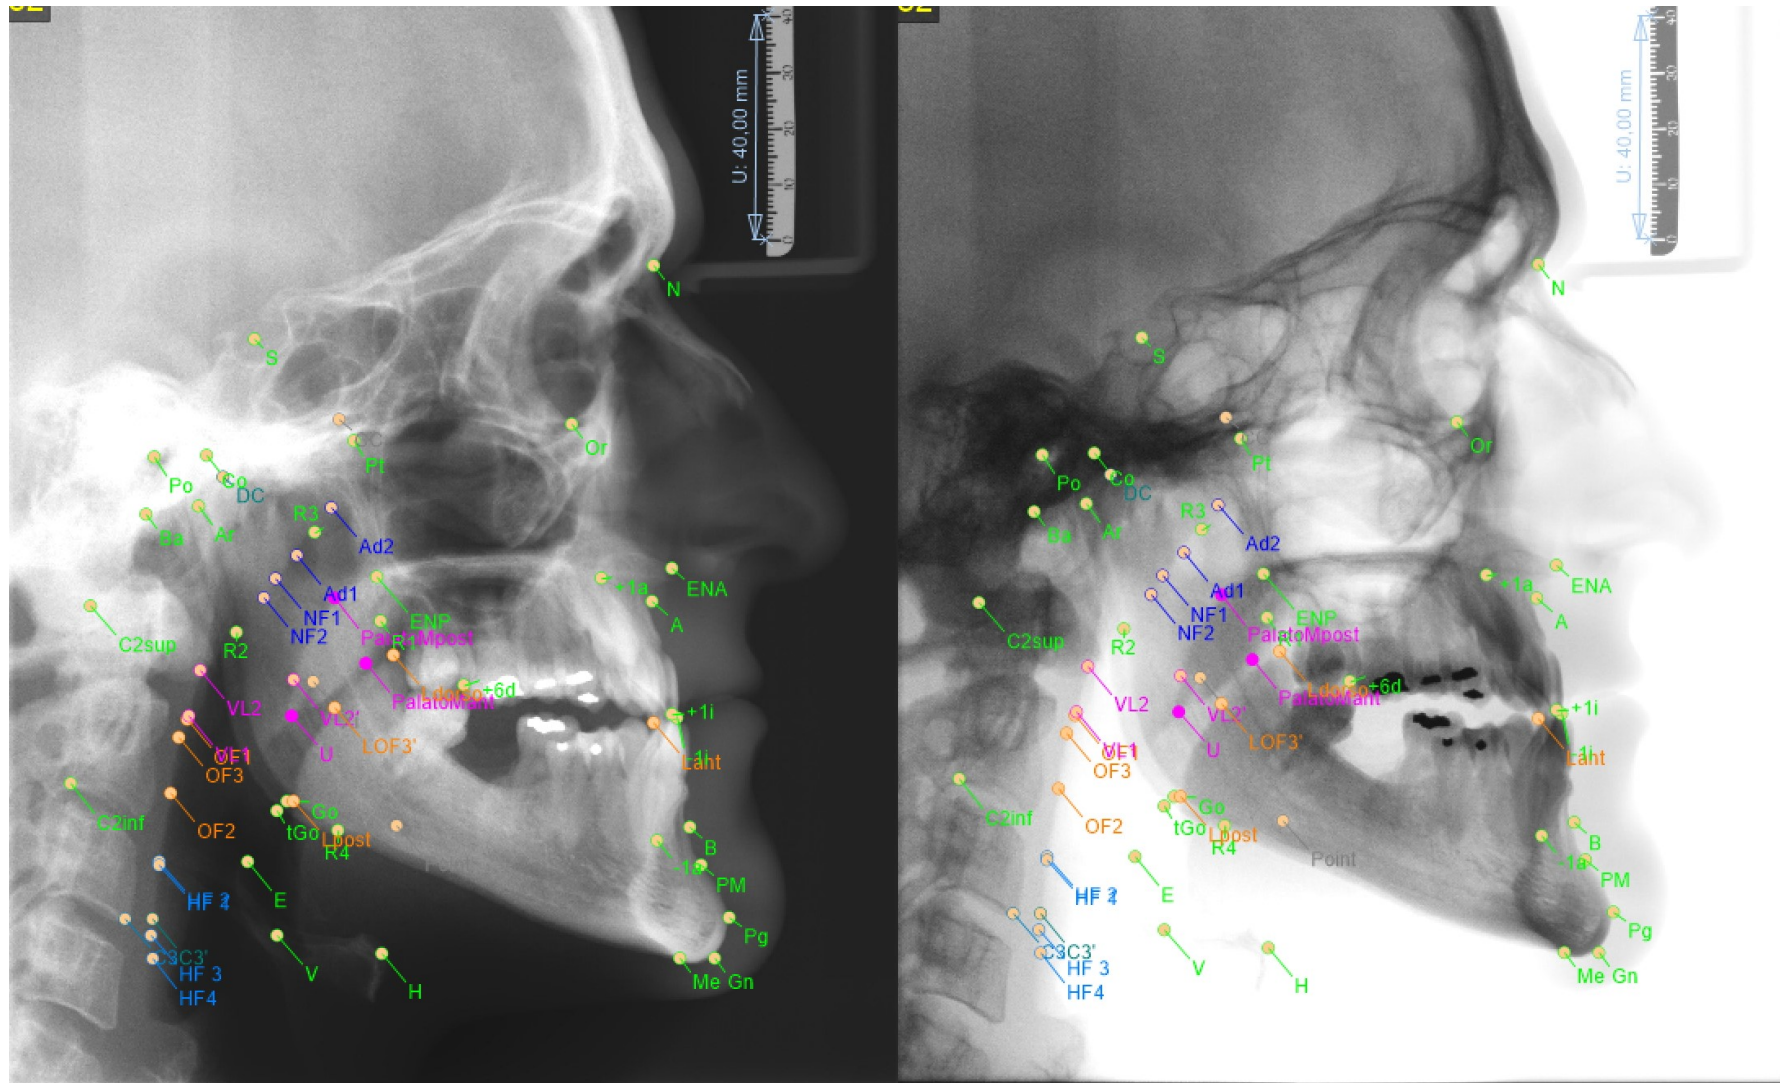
Caso 3: Telerradiografia diagnóstica pré-operatória (normal e negativo)
